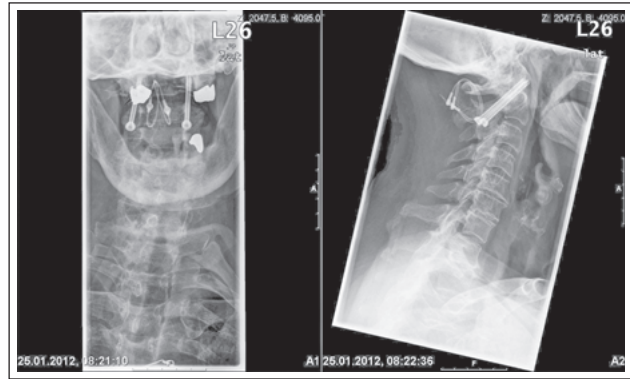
Röntgenaufnahmen nach transartikulärer Verschraubung von HWK 1 und 2 mit zusätzlicher Beckenkammspaninterposition, die mit einer Titan-Kabelcerclage gesichert wurde.
